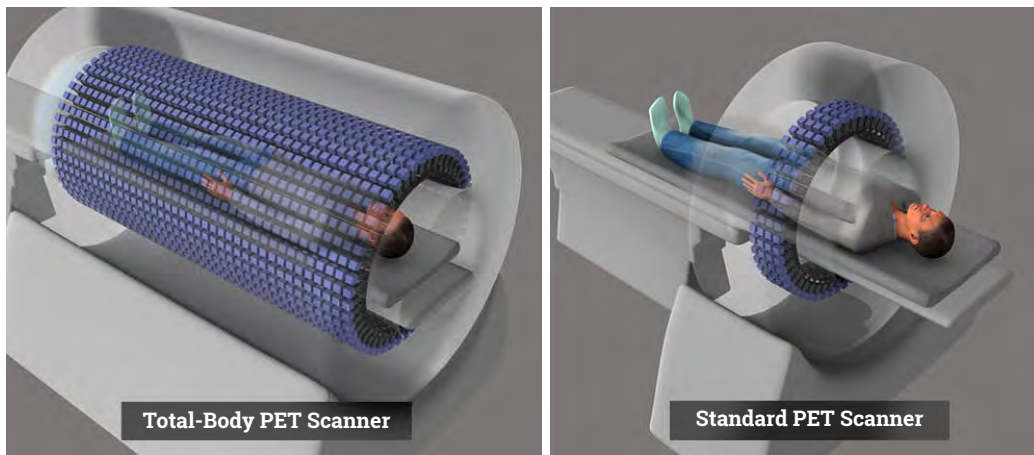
el escáner TEP/TAC de todo el cuerpo EXPLORER (Fuente: *Potential and Promise of Total-Body PET Imaging-NCI [cancer.gov]* *Potential and Promise of Total-Body PET Imaging-NCI [cancer.gov]* y de *J Nucl Med 2018;59:3-12*)
